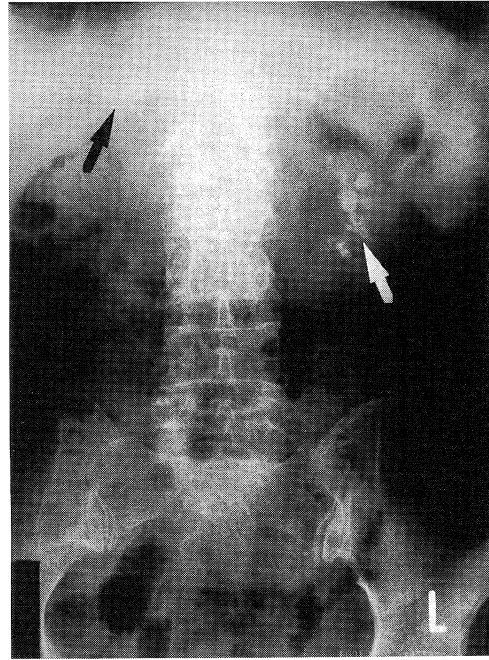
腹部X線 右副腎の石灰化(黒矢)と左腎の石灰化(白矢)を認める
